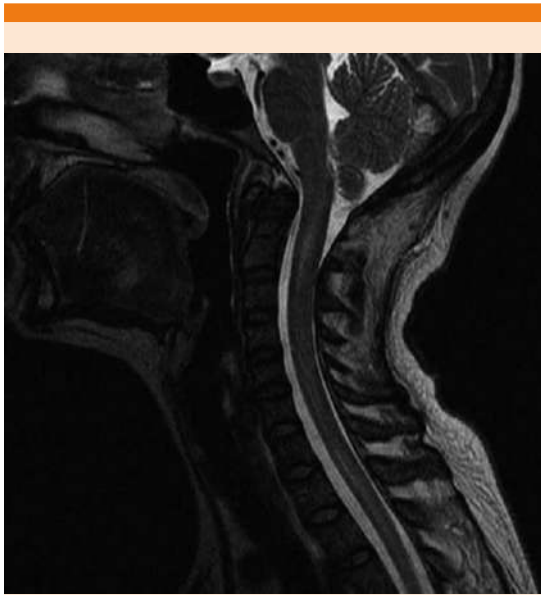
Resonancia magnética nuclear con mielopatía inflamatoria extensa.
